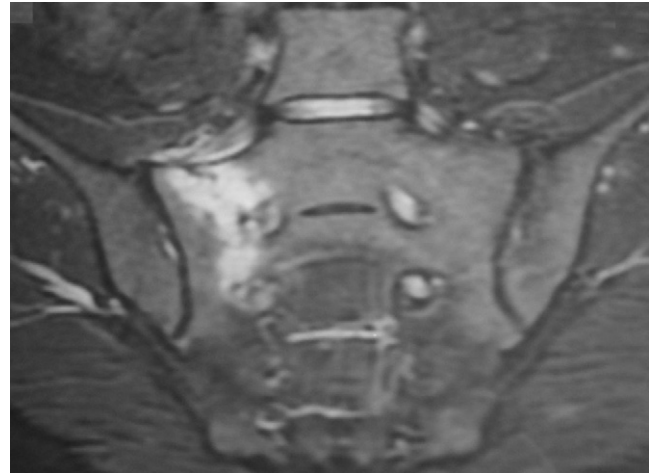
Trait de fracture verticale en hypersignal en IRM.
